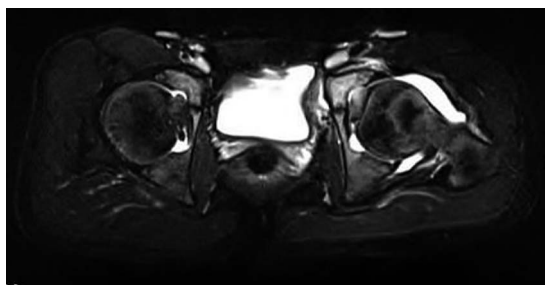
入院時MRI(T2WI) 左股関節の関節液貯留
